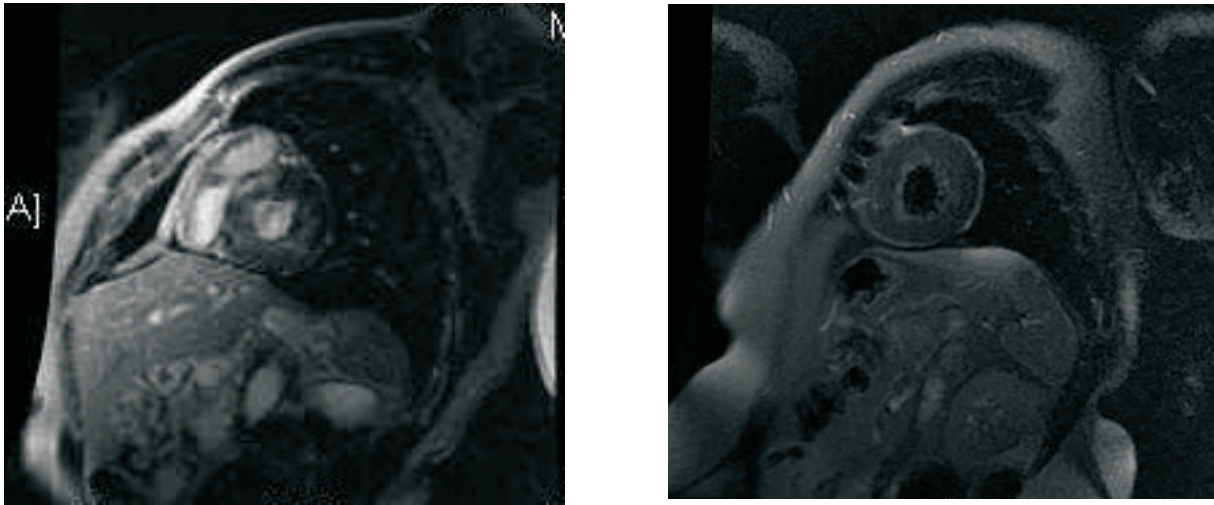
imágenes de resonancia magnética cardíaca, se objetiva hipertrofia ventrículo izquierdo, con realce tardío de gadolinio.
